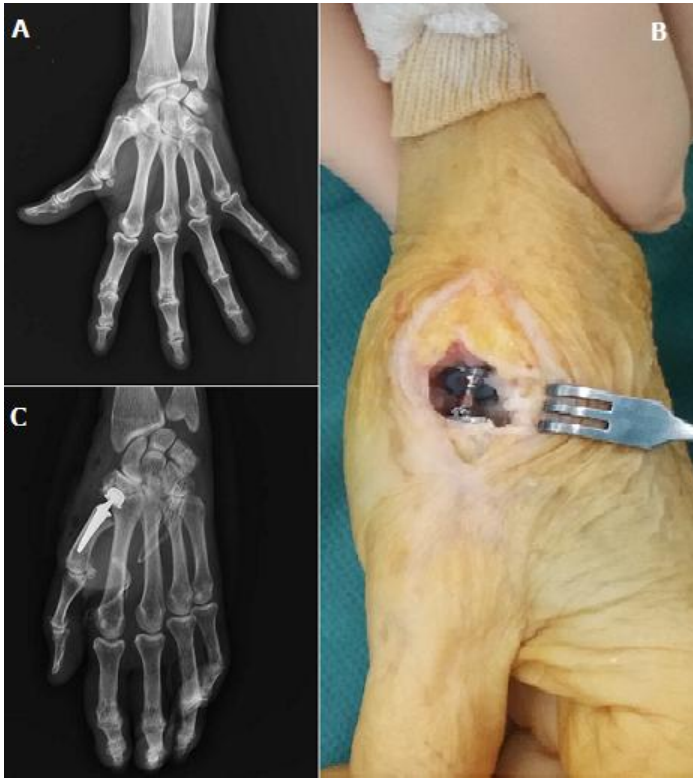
A) radiographie de la main gauche face montrant une arthrose trapézo-métacarpienne avec déformation du pouce en Z; B) image peropératoire après la mise en place de la prothèse au niveau de l'articulation trapézo-métacarpienne; C) radiographie de contrôle montrant un bon positionnement de la prothèse
